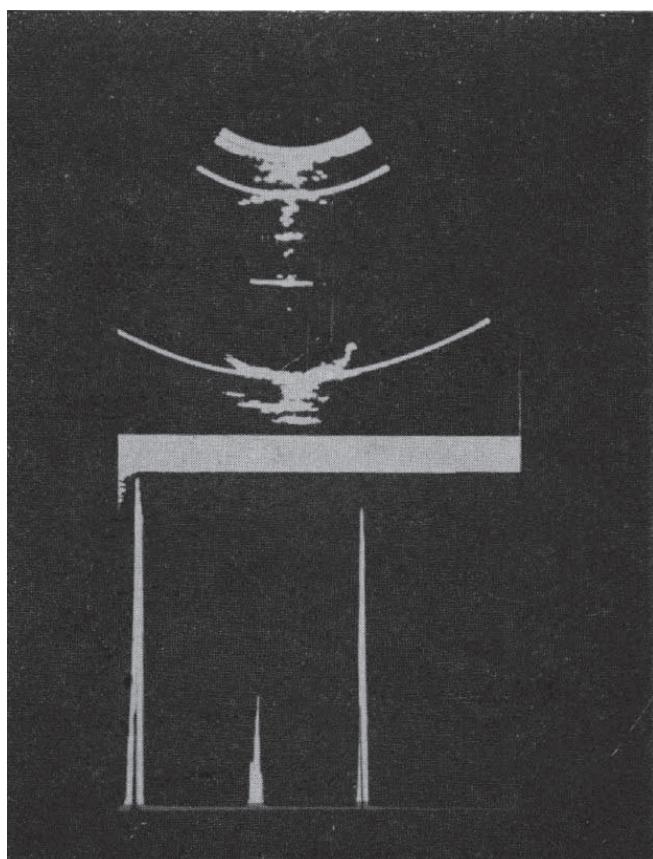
児頭大横径の計測。上図：胎児頭蓋の横断像。電子カーソル(平行な走査線を計測用に頭蓋表面の接線方向に表示)。下図：1次元Aモード。頭蓋のエコーがより明瞭に同定でき、その間の正中エコーは小さくみえる。
